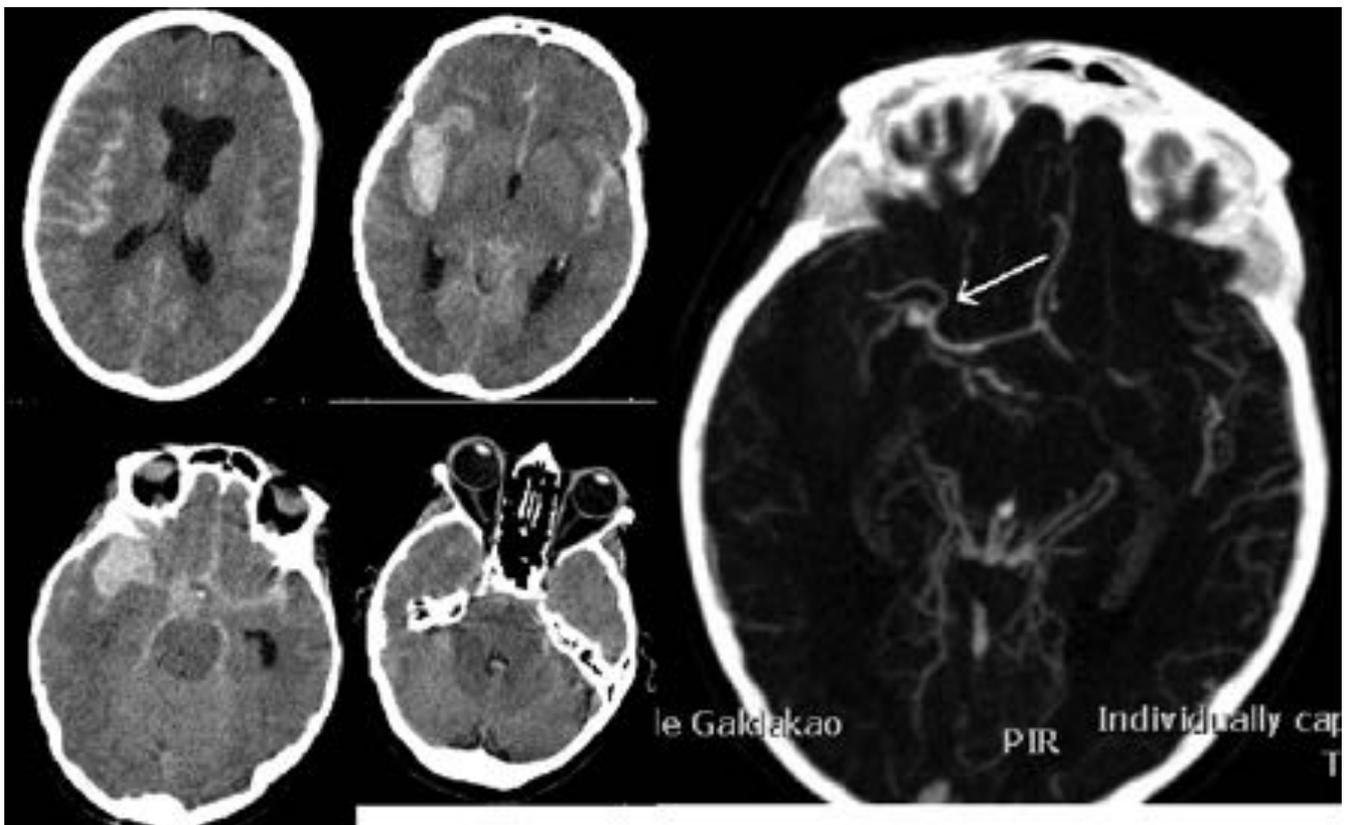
Mujer de 62 años con desorientación y disartria. TC sin contraste muestra HSA en surcos de ambos hemisferios, cisturas de Silvio (mayor entidad en la derecha), cistura interhemisférica, cisternas
